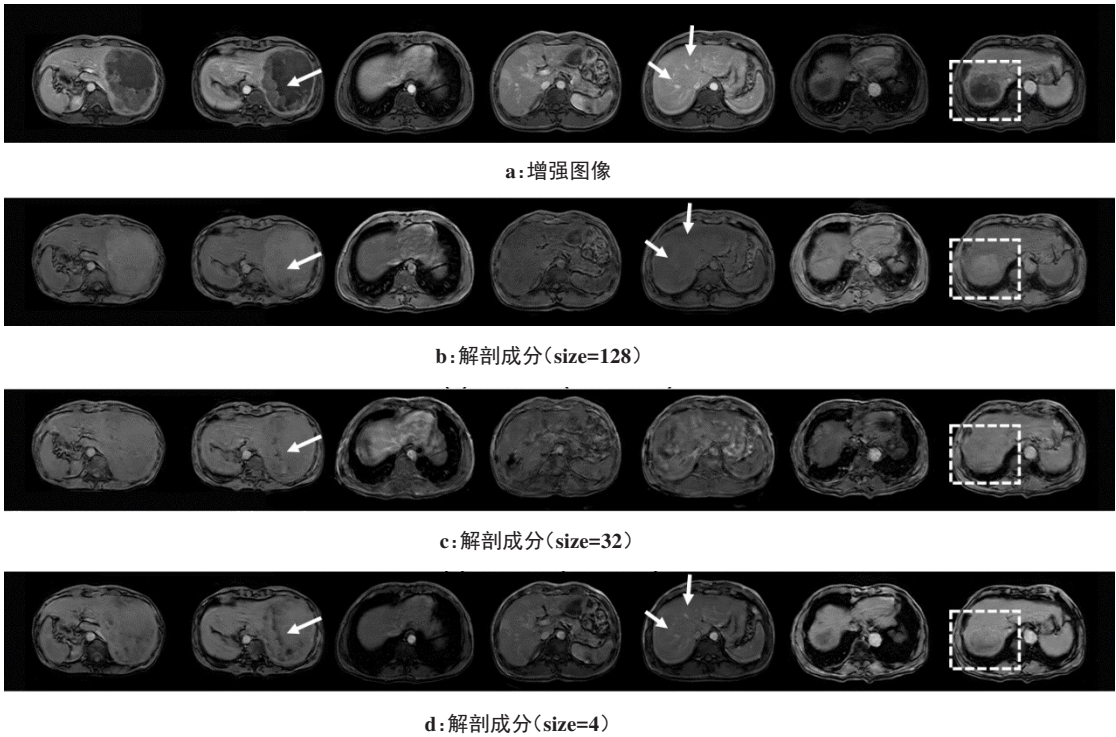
不同尺寸编码下DCE-MRI分解结果对比(编码尺寸=size×10×10)
